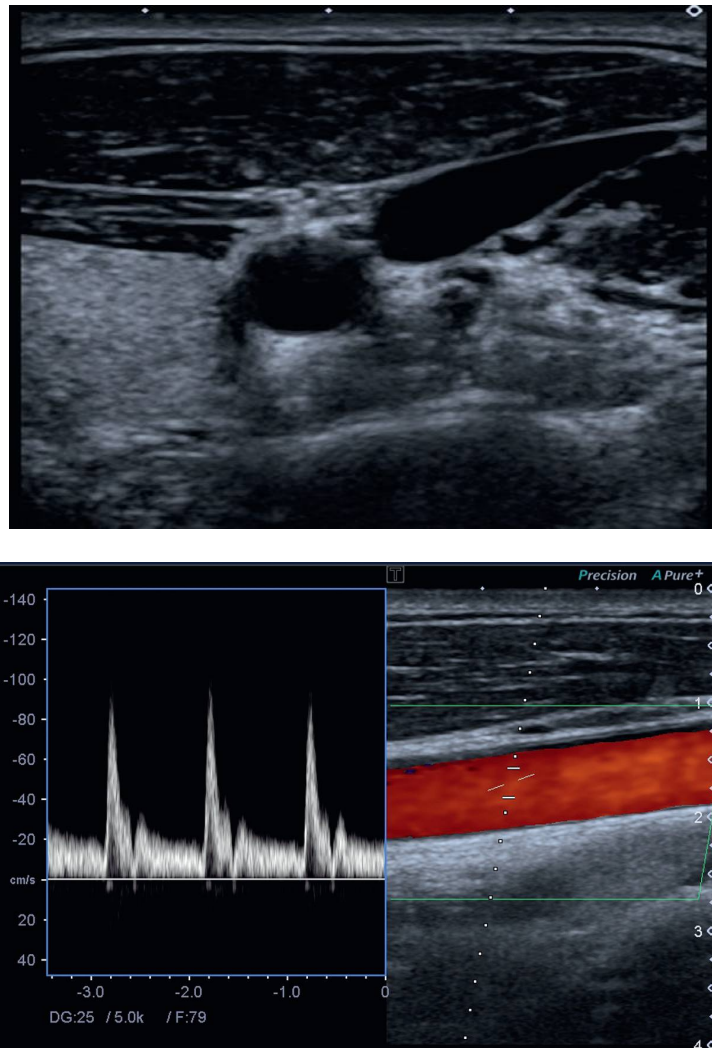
Écho-Doppler des troncs supra-aortiques. Résultats normaux. Artère carotide commune droite en coupe axiale. Rapports : lobe thyroïdien droit, muscle sterno-cléido-mastoïdien, veine jugulaire interne. Artère carotide commune droite en coupe longitudinale : mode B couleur à droite, Doppler pulsé à gauche.
